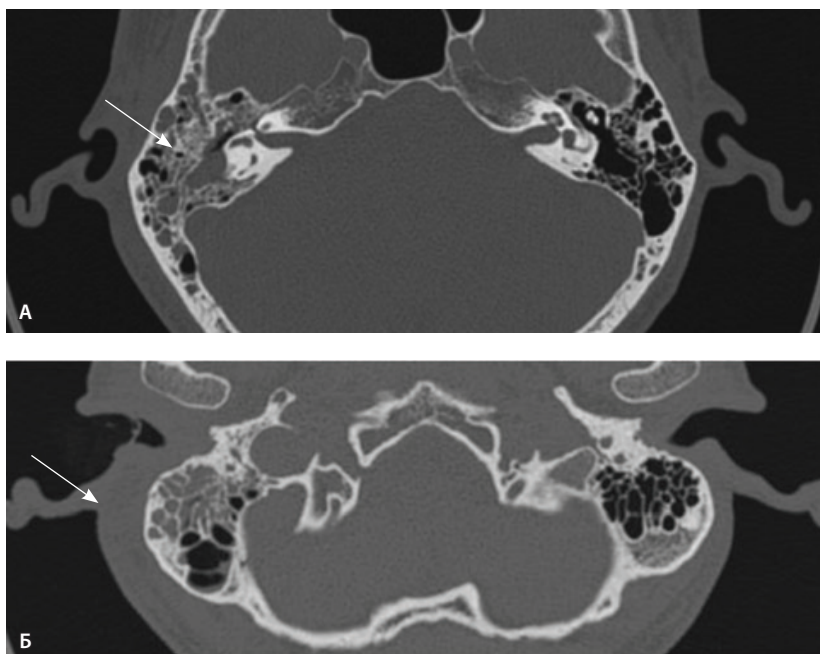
Компьютерная томография височной кости, аксиальный скан, костное окно. А – в клетках сосцевидного отростка, антруме и барабанной полости справа определяется содержимое (стрелка); Б – асимметричное утолщение парааурикулярных мягких тканей справа (стрелка)
